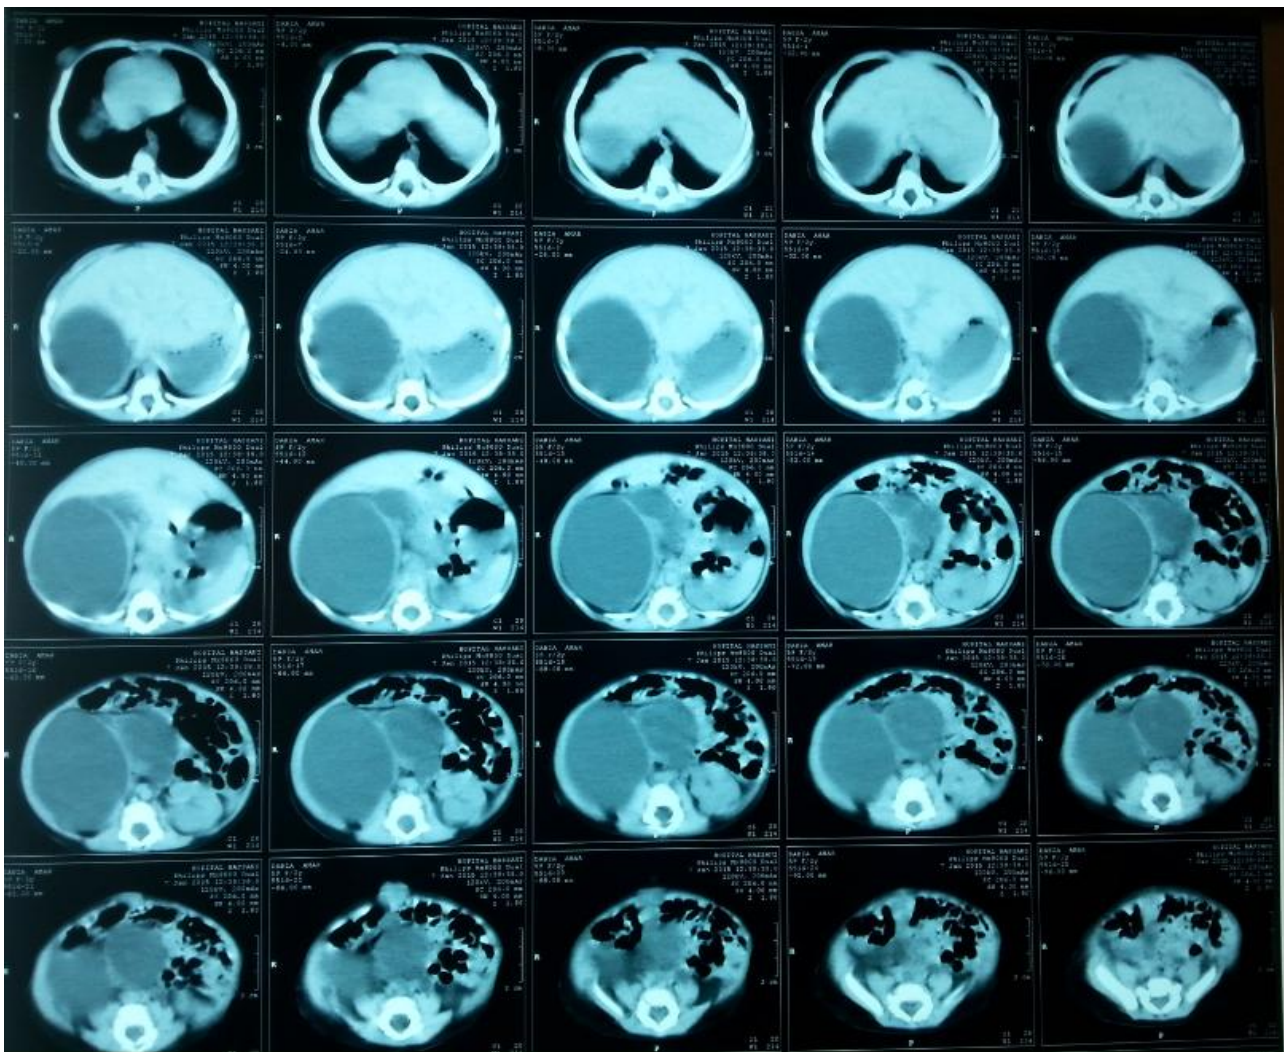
TDM abdominale montrant un énorme rein droit multikystique
